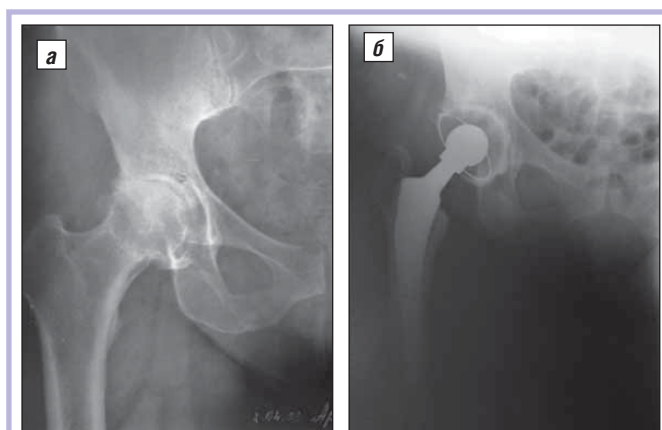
Рентгенограммы пациента 1-й группы: а – до, б – после ТЭТС
